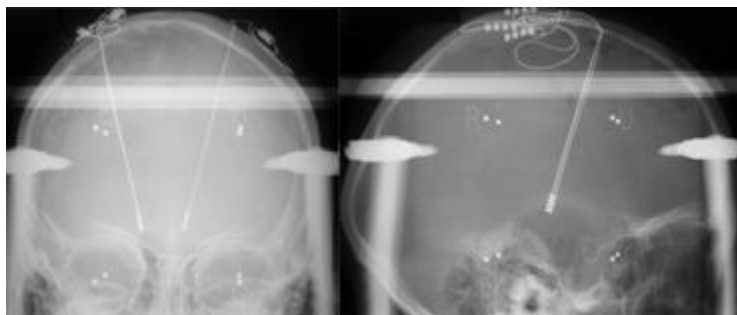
Radiographie montrant l'implantation bilatérale d'électrodes.
